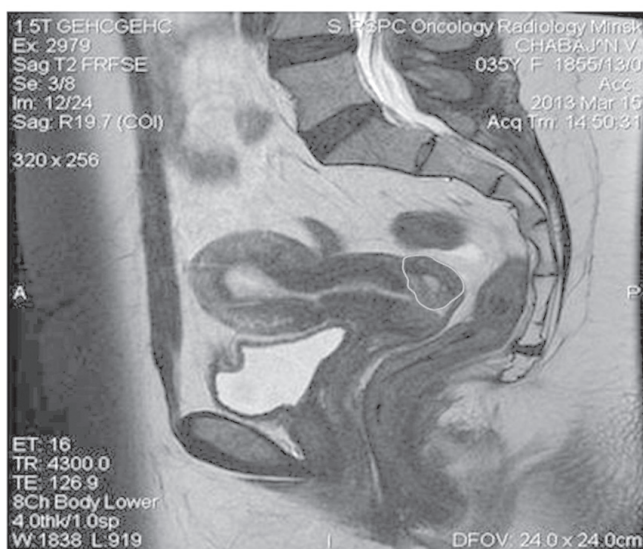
МРТ. Опухоль шейки матки эндоцервикальной локализации, не определяемая визуально и кольпоскопически
